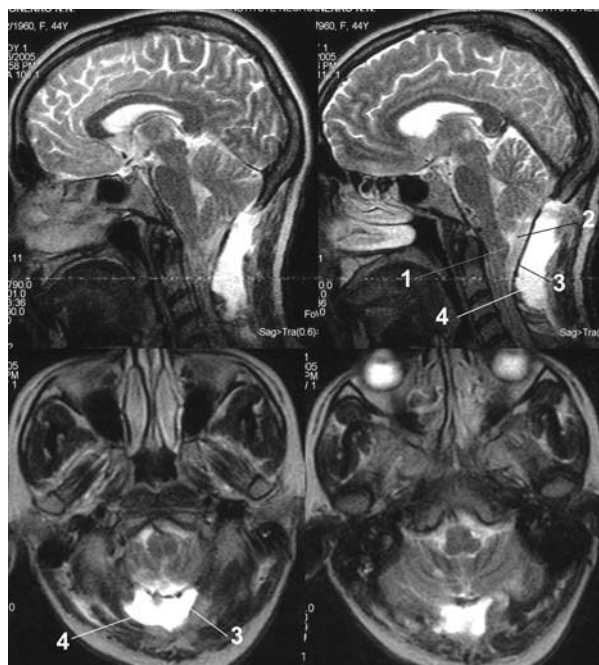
МРТ после операции: костная декомпрессия нижних отделов мозжечка с восстановлением оттока СМЖ в области краниовертебрального перехода путем коагуляции и сморщивания миндалин мозжечка, восстановление оттока СМЖ из срединной апертуры IV желудочка, увеличение общего объема краниовертебрального перехода путем дурупластики. 1 — обекс; 2 — восстановленный объем большой затылочной цистерны; 3 — вшитая заплатка твердой оболочки головного мозга из широкой фасции бедра; 4 — скопление крови в области операционной раны.
